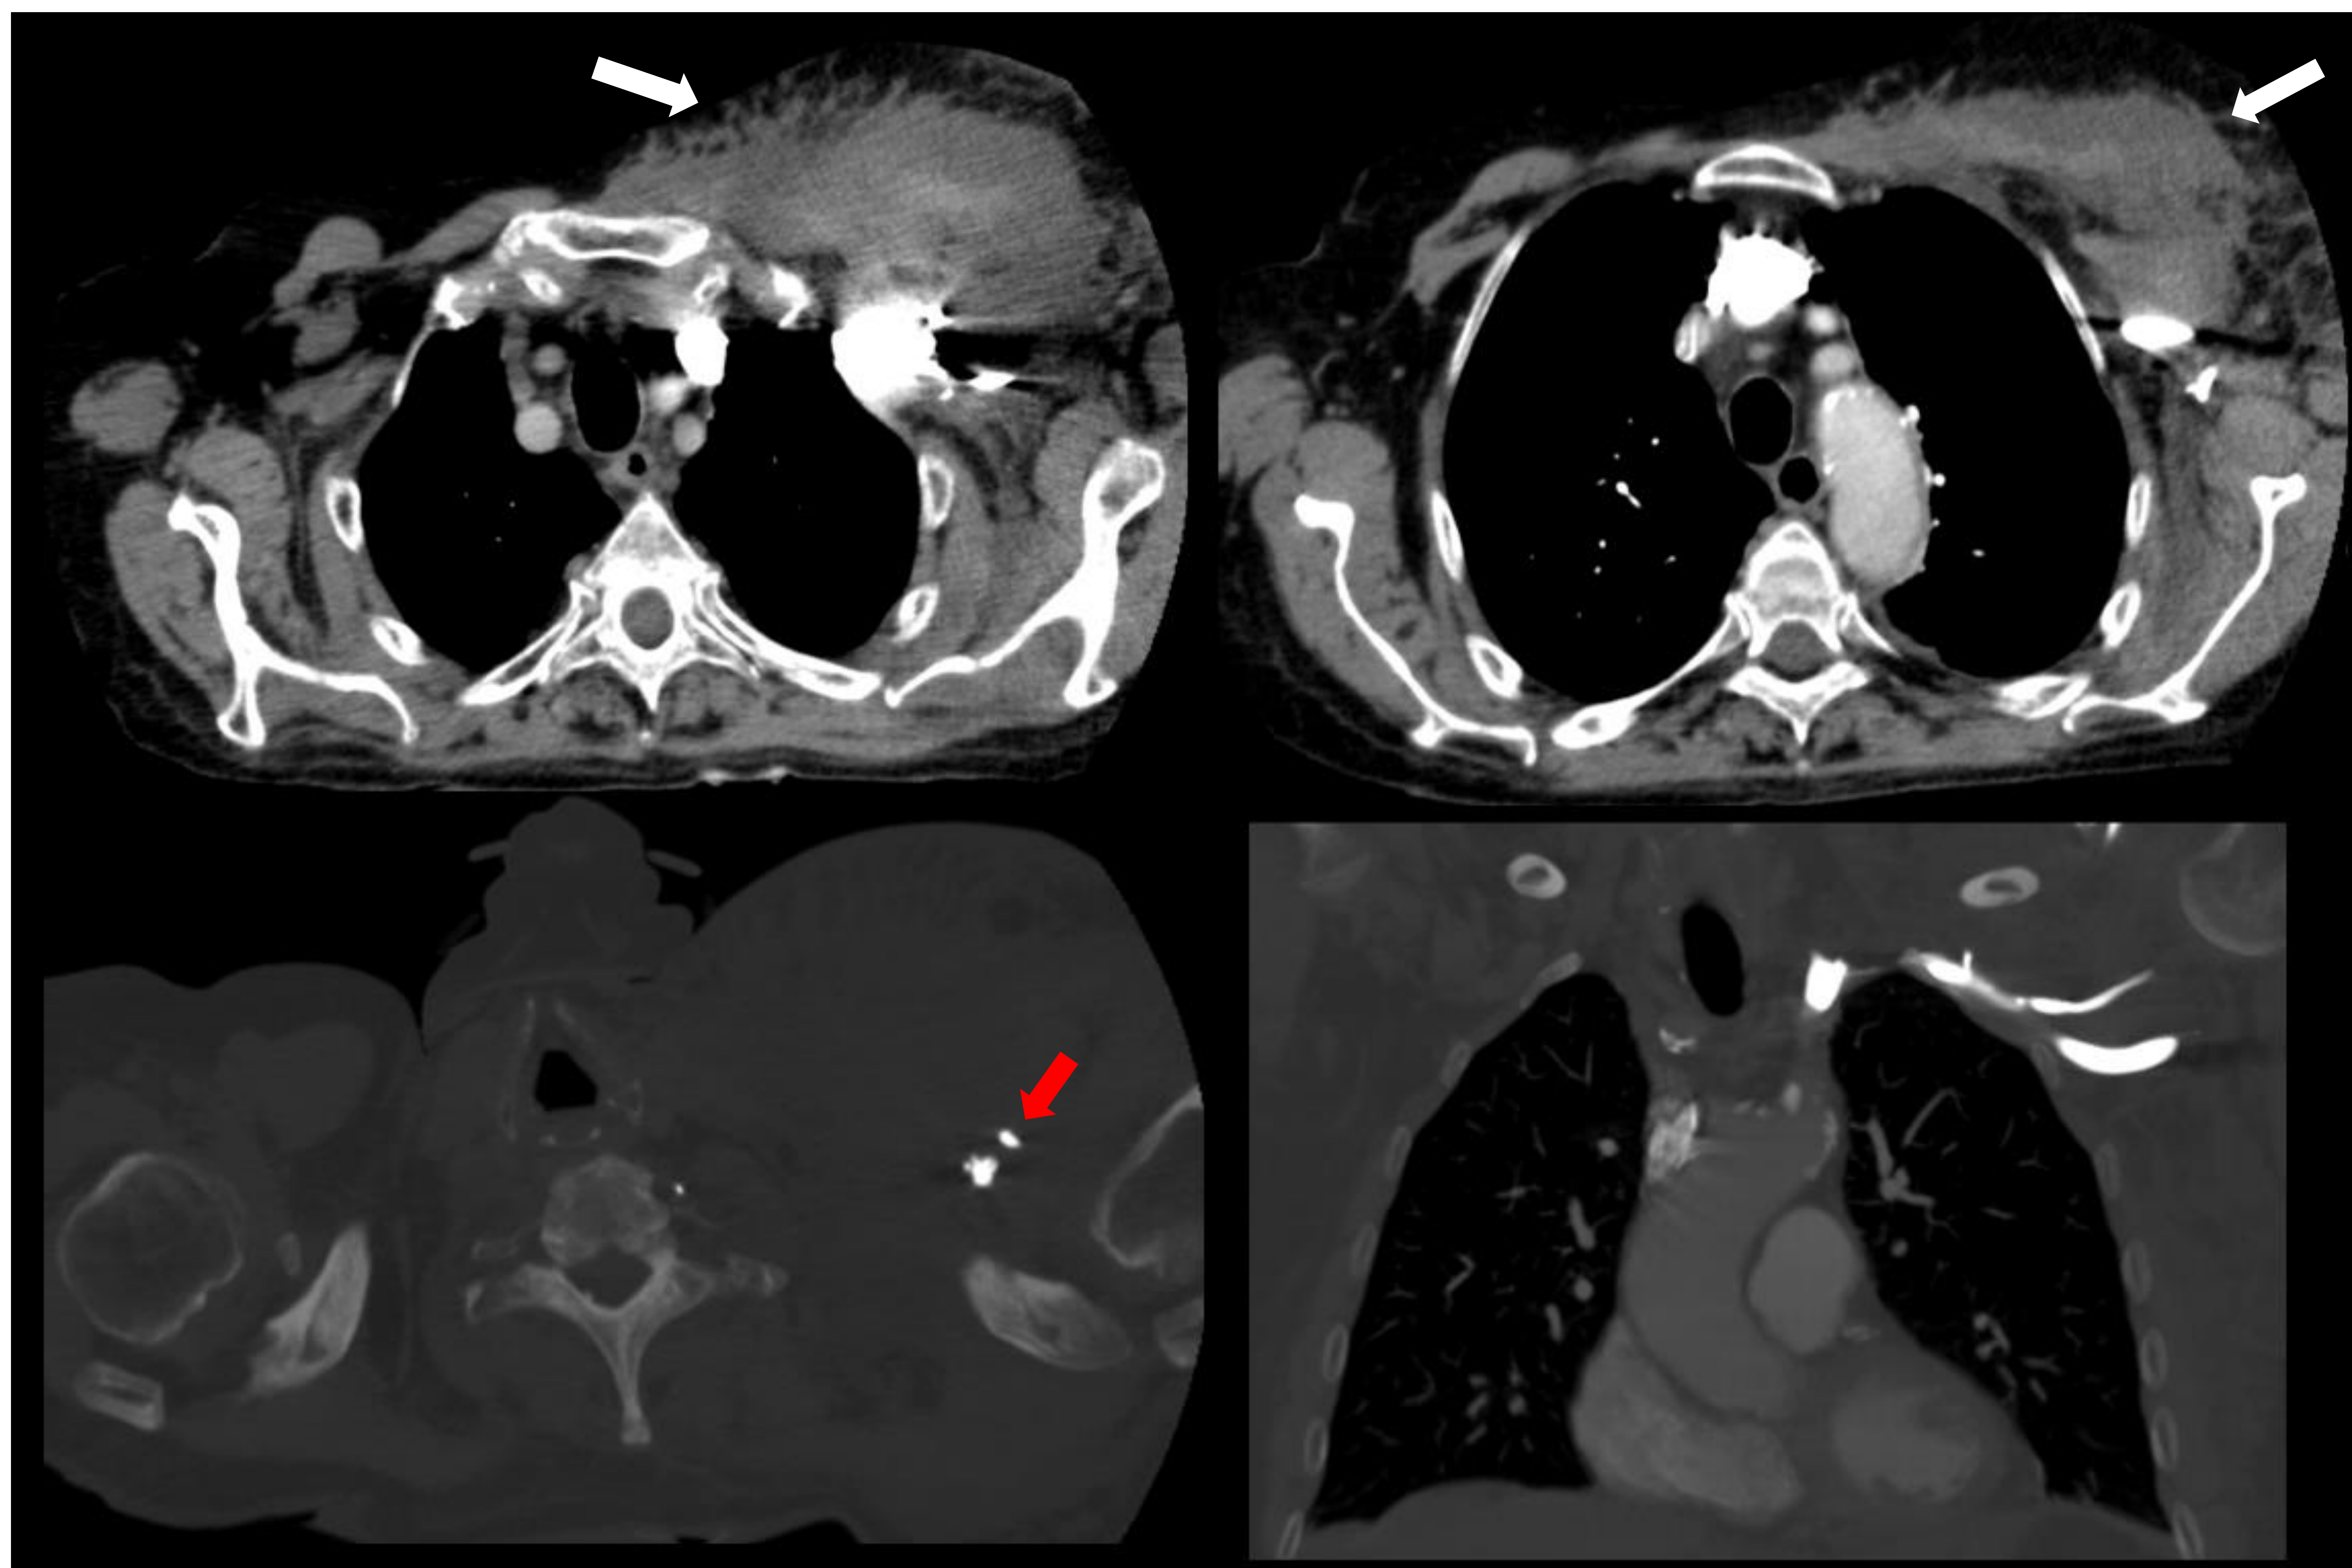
Angio-TC arterias pulmonares. Se observa catéter venoso alojado a nivel de vena subclavia izquierda (se inyecta el contraste por dicha vena, dada la similar densidad entre el contraste en dicha vena y el catéter no es posible determinar la localización exacta del extremo distal del mismo, flecha roja). Se aprecia marcado aumento de tamaño y densidad de la región axilo-pectoral izquierda a nivel del tejido celular subcutáneo y plano muscular (flechas blancas). Los hallazgos sugieren mal posición del catéter venoso y extravasación de líquidos vs sufusión hemorrágica. En retrospectiva, en Rx de tórax se aprecia el extremo del catéter en región axilar izquierda.
